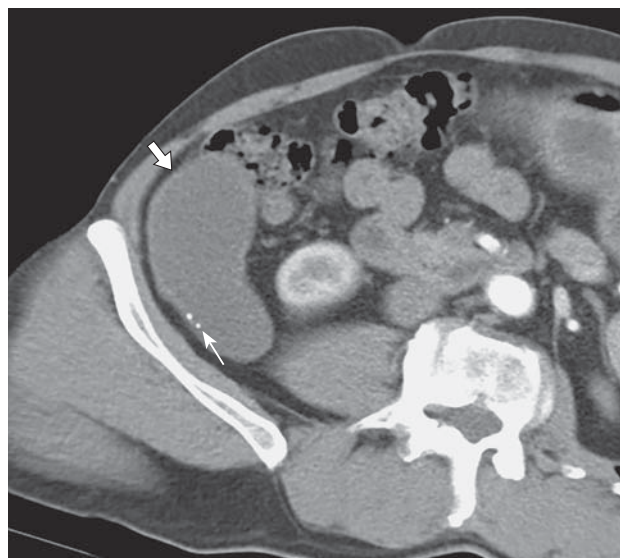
КТ-изображение мукоцеле червеобразного отростка, косоаксиальная проекция. В правой подвздошной области визуализируется кистовидное образование с четкой тонкой стенкой (стрелка), в структуре которой определяются известковые включения (тонкая стрелка).
